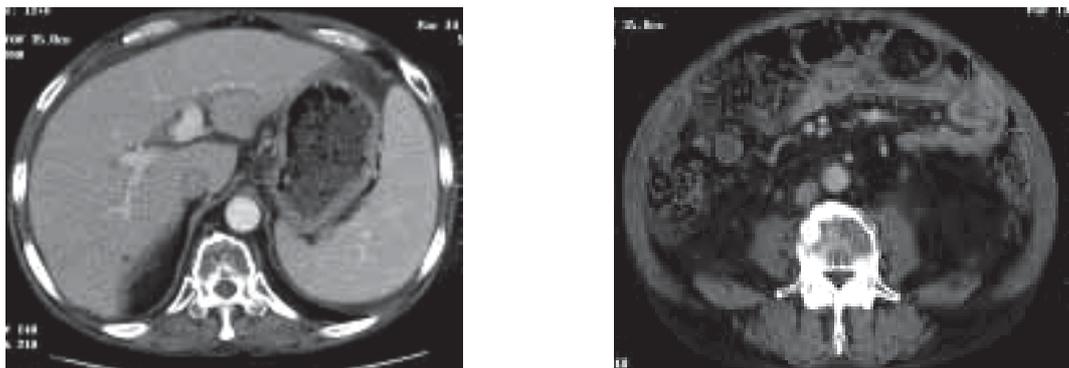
治療後腹部CT：腹水は著明に改善、脾腫は不変であった。
